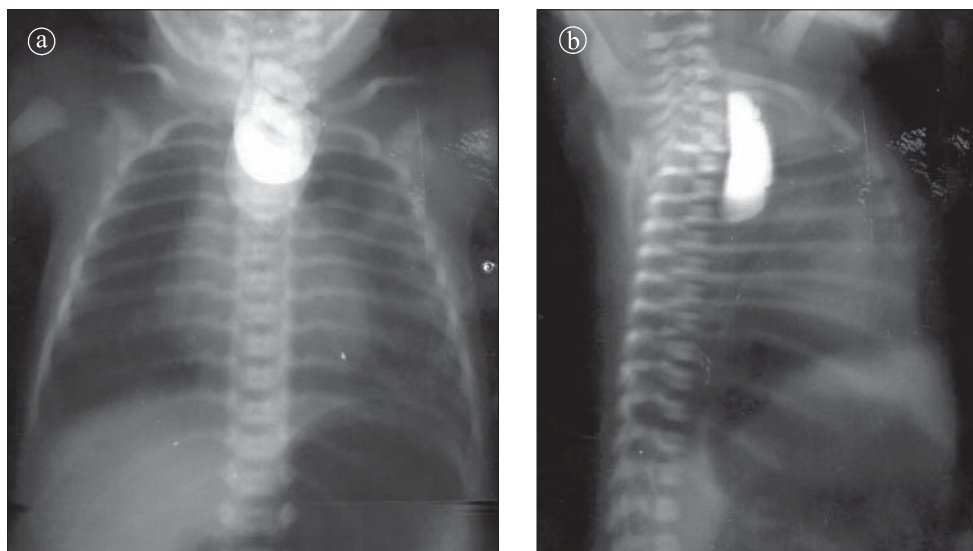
Atrezie esofagiană fără fistulă esotraheală. a) Radiografie AP. b) incidență LL.
